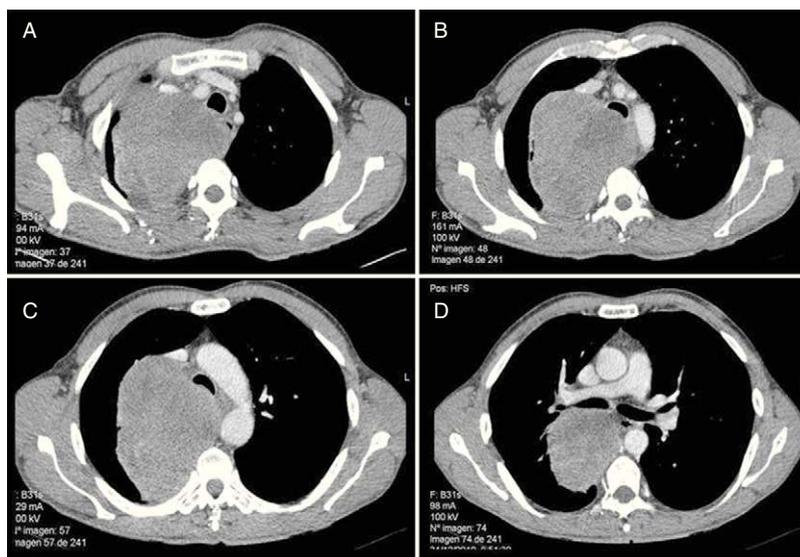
En las imágenes de tomografía computarizada se observa en el mediastino medio una gran masa de 12 × 9,7 cm, heterogénea, de bordes bien definidos y con áreas hipodensas en su interior (A). La lesión comprime y desplaza hacia la izquierda la tráquea (B y C) y se extiende hasta la salida del bronquio superior derecho, desplazándolo y comprimiendo la salida del bronquio y del parénquima del lóbulo superior derecho (D).
